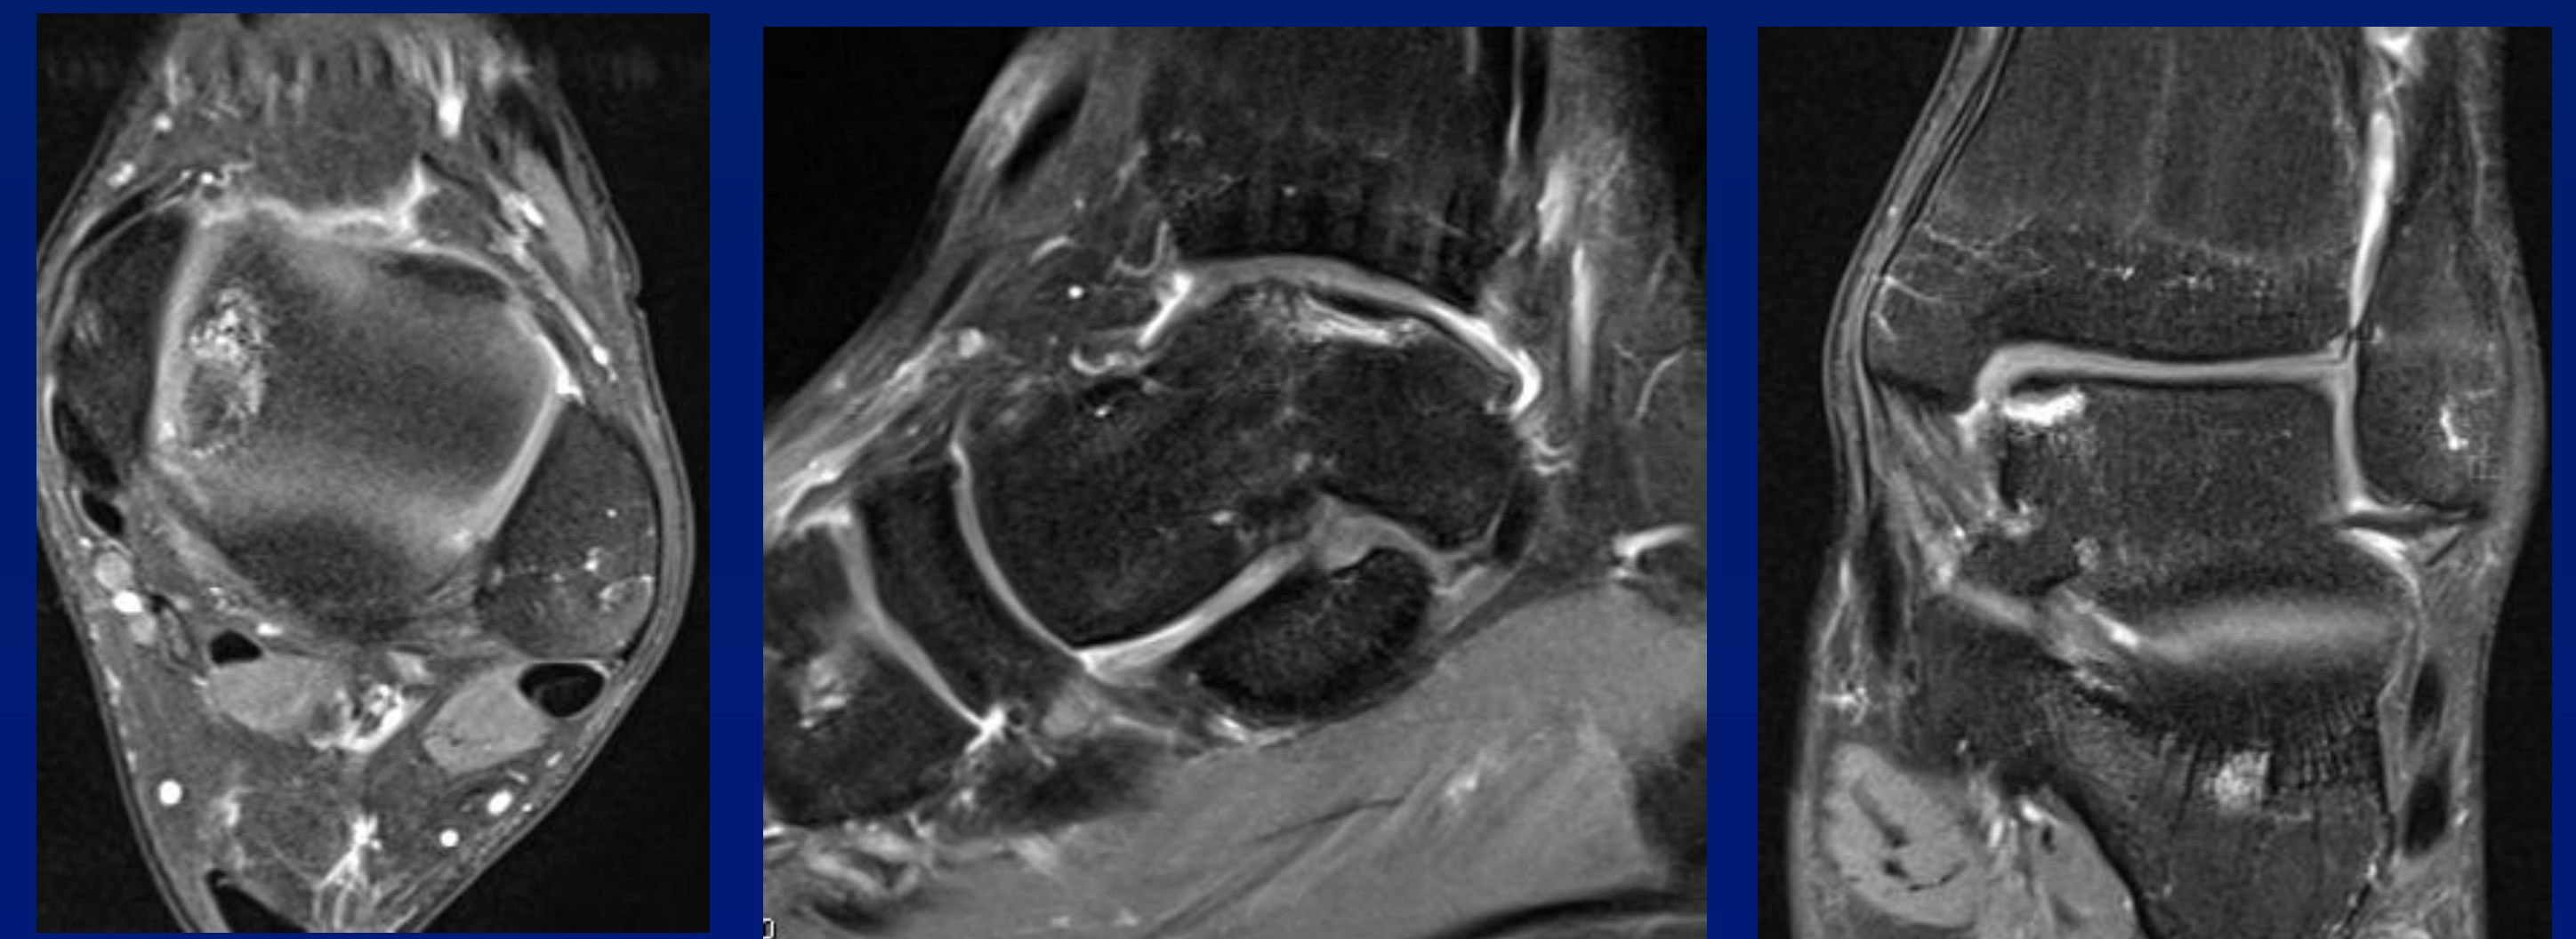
Magnetresonanztomographie mit i.v.-Kontrast (Gadolinium) bei ODT ICRS III links
